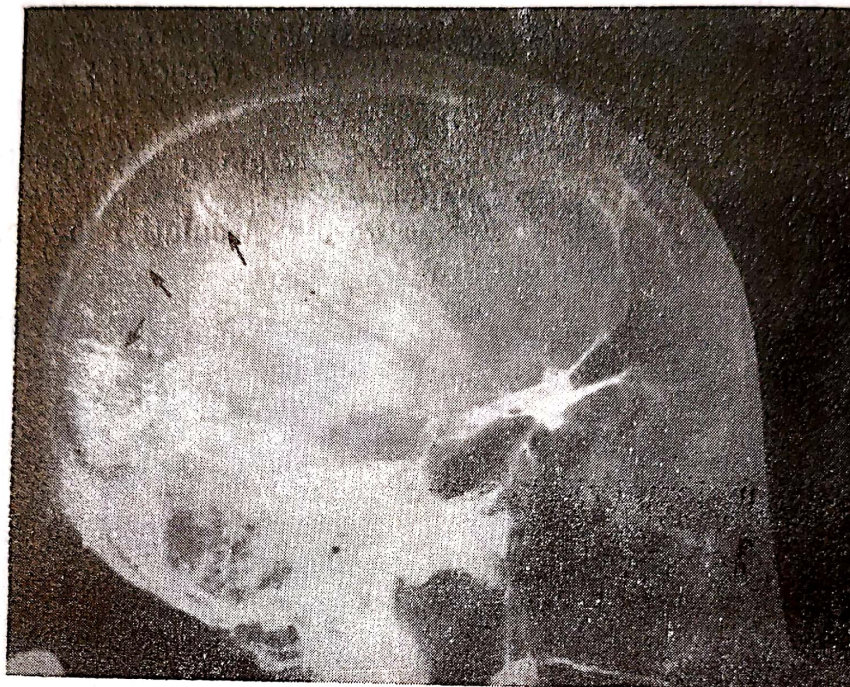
Radiografia simplă a craniului, vedere din profil: se văd calcificările sub forma a două benzi.
